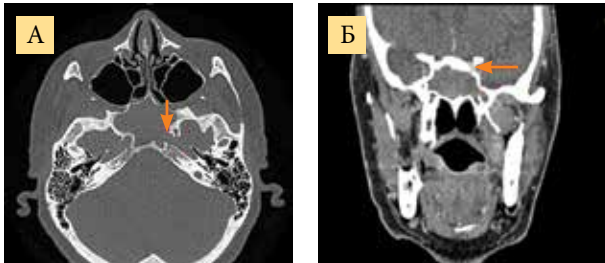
КТ ОНП: аксиальная плоскость, смешанный режим (А) и корональная плоскость с искусственным внутривенным контрастированием (Б). Стрелками указаны участки зоны деструкции стенки пазухи
